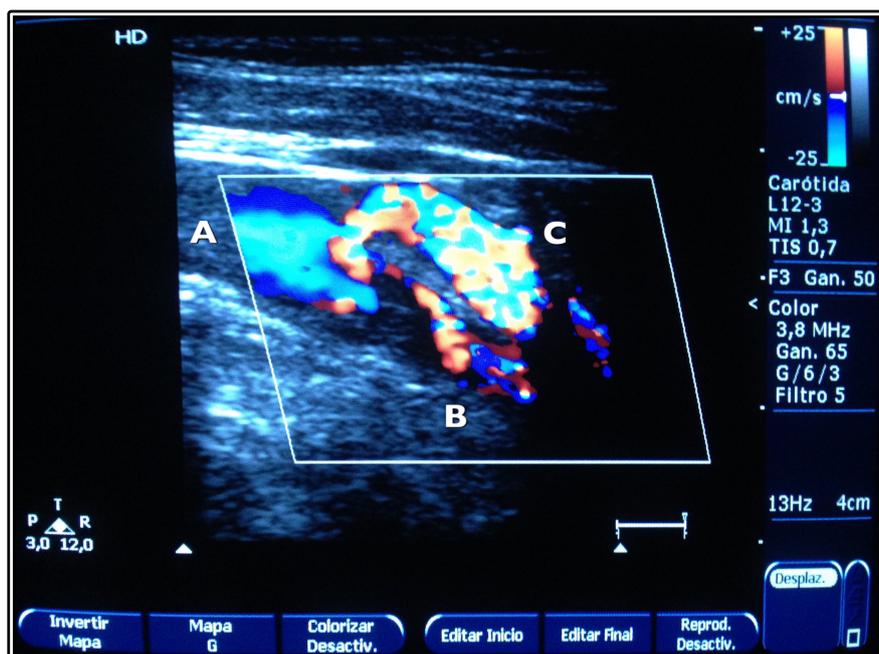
Imagen de eco-doppler de estenosis severa de carótida interna derecha con paso filiforme desde carótida común (A) a carótida interna (B) y con flujo muy turbulento en origen de carótida externa (C). Fuente: propia.
